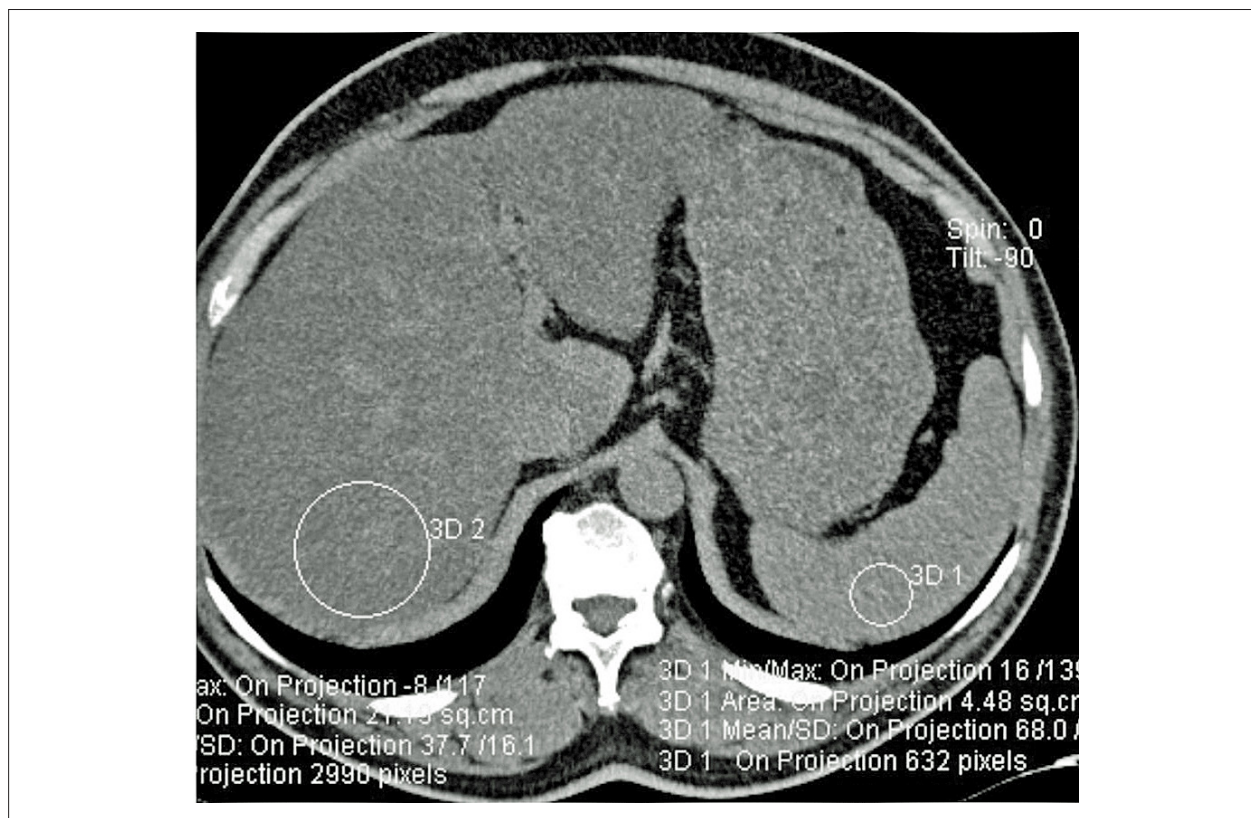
Deposição de gordura difusa no fígado (secção de TC sem contraste). Densidade hepática de 37 HU densidade esplênica de 68 HU.
